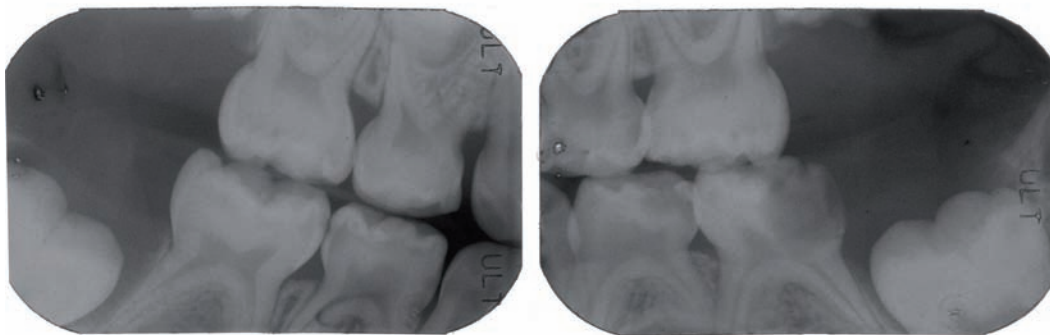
Radiografías de aleta de mordida en las que puede visualizarse el grado de destrucción del segundo molar temporal inferior izquierdo y la posición del primer molar permanente
